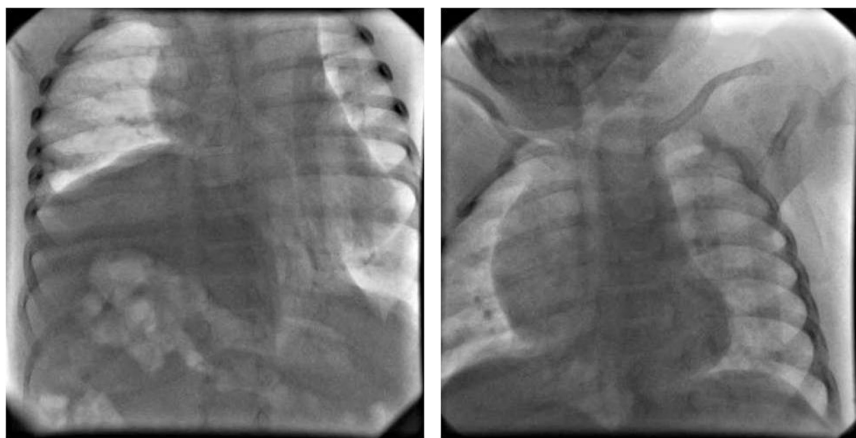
Рентгенограма органів грудної і черевної порожнин (пряма проекція) дівчинки Л. віком 6 місяців з евентрацією правого купола діафрагми: А – фаза вдиху; В – фаза видиху.
